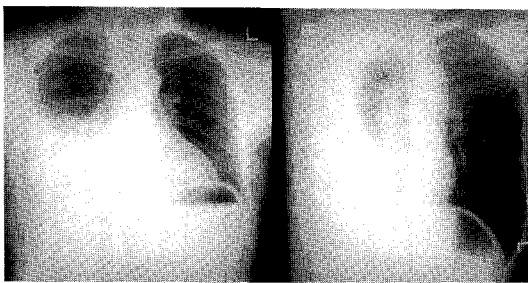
Chest radiography on admission showing large amount of pleural effusion in the right hemithorax.
